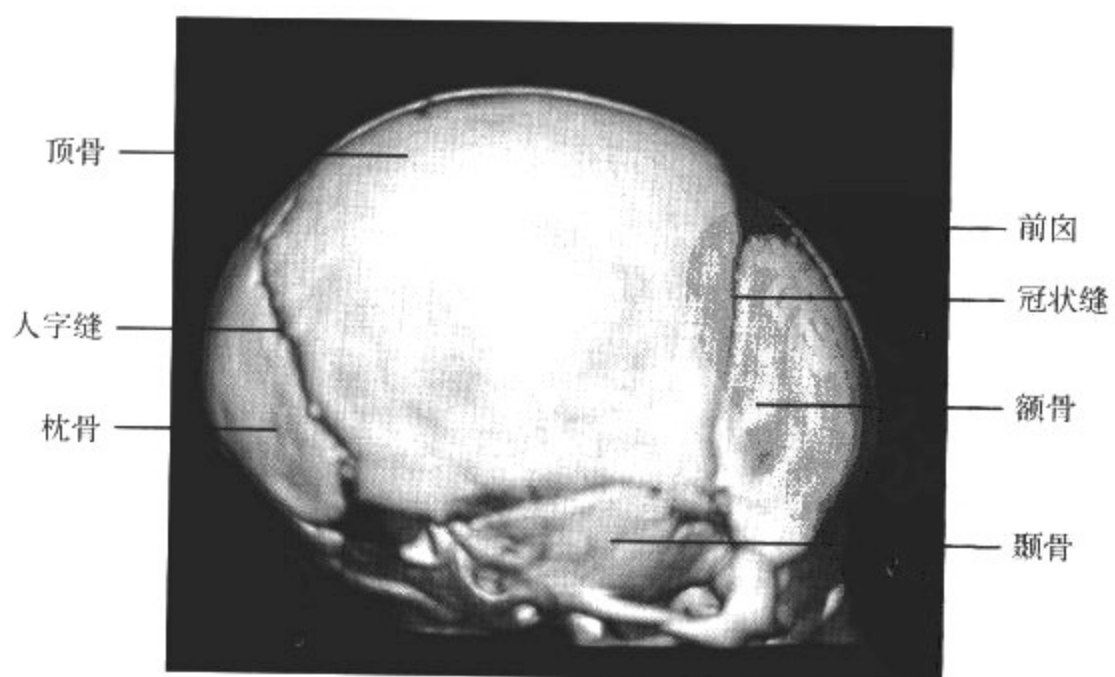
新生儿颅骨 CT 三维重组 SSD 图像
